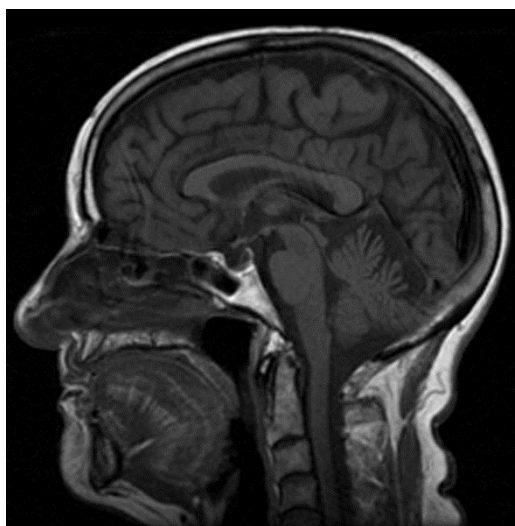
RM en T1. Moderada atrofia cerebelosa. La presencia de Ac anti-Yo asociada a la sintomatología descrita y los hallazgos en pruebas de imagen, apoyan el diagnóstico de Síndrome de Degeneración Cerebelosa Paraneoplásica.
